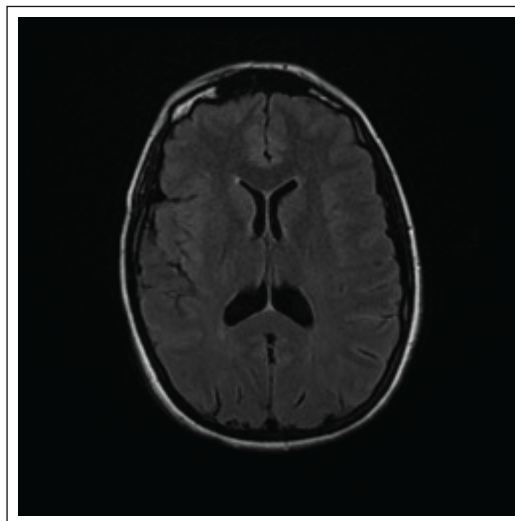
IRM encéphalique : séquence T2 FLAIR axiale ne retrouve pas d'anomalie parenchymateuse cérébrale, ventriculaire ou sous durale.
